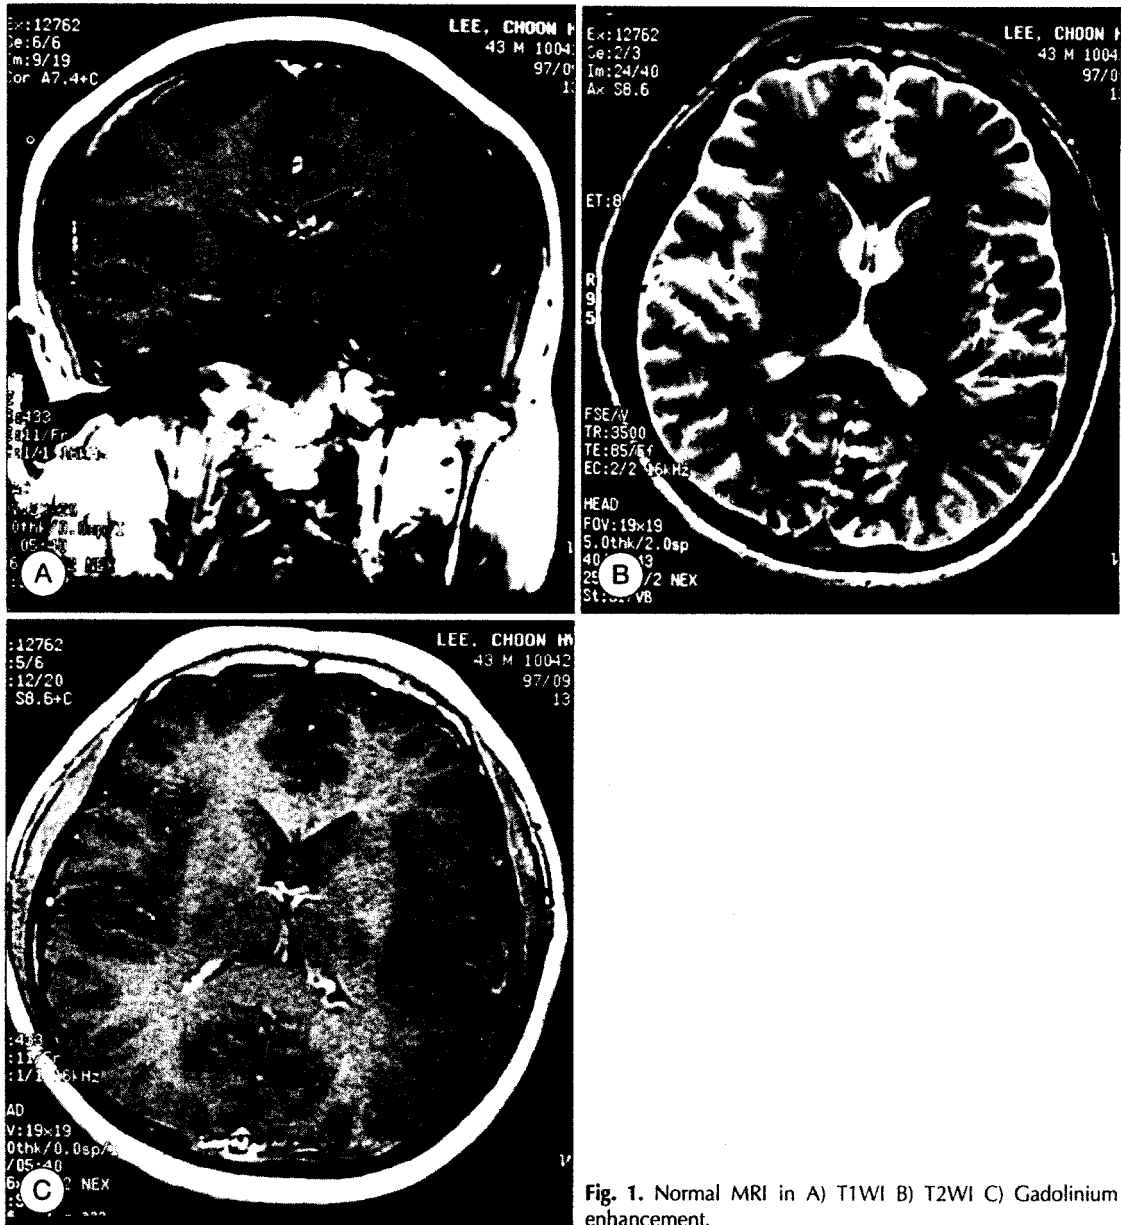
Normal MRI in A) T1WI B) T2WI C) Gadolinium enhancement.
